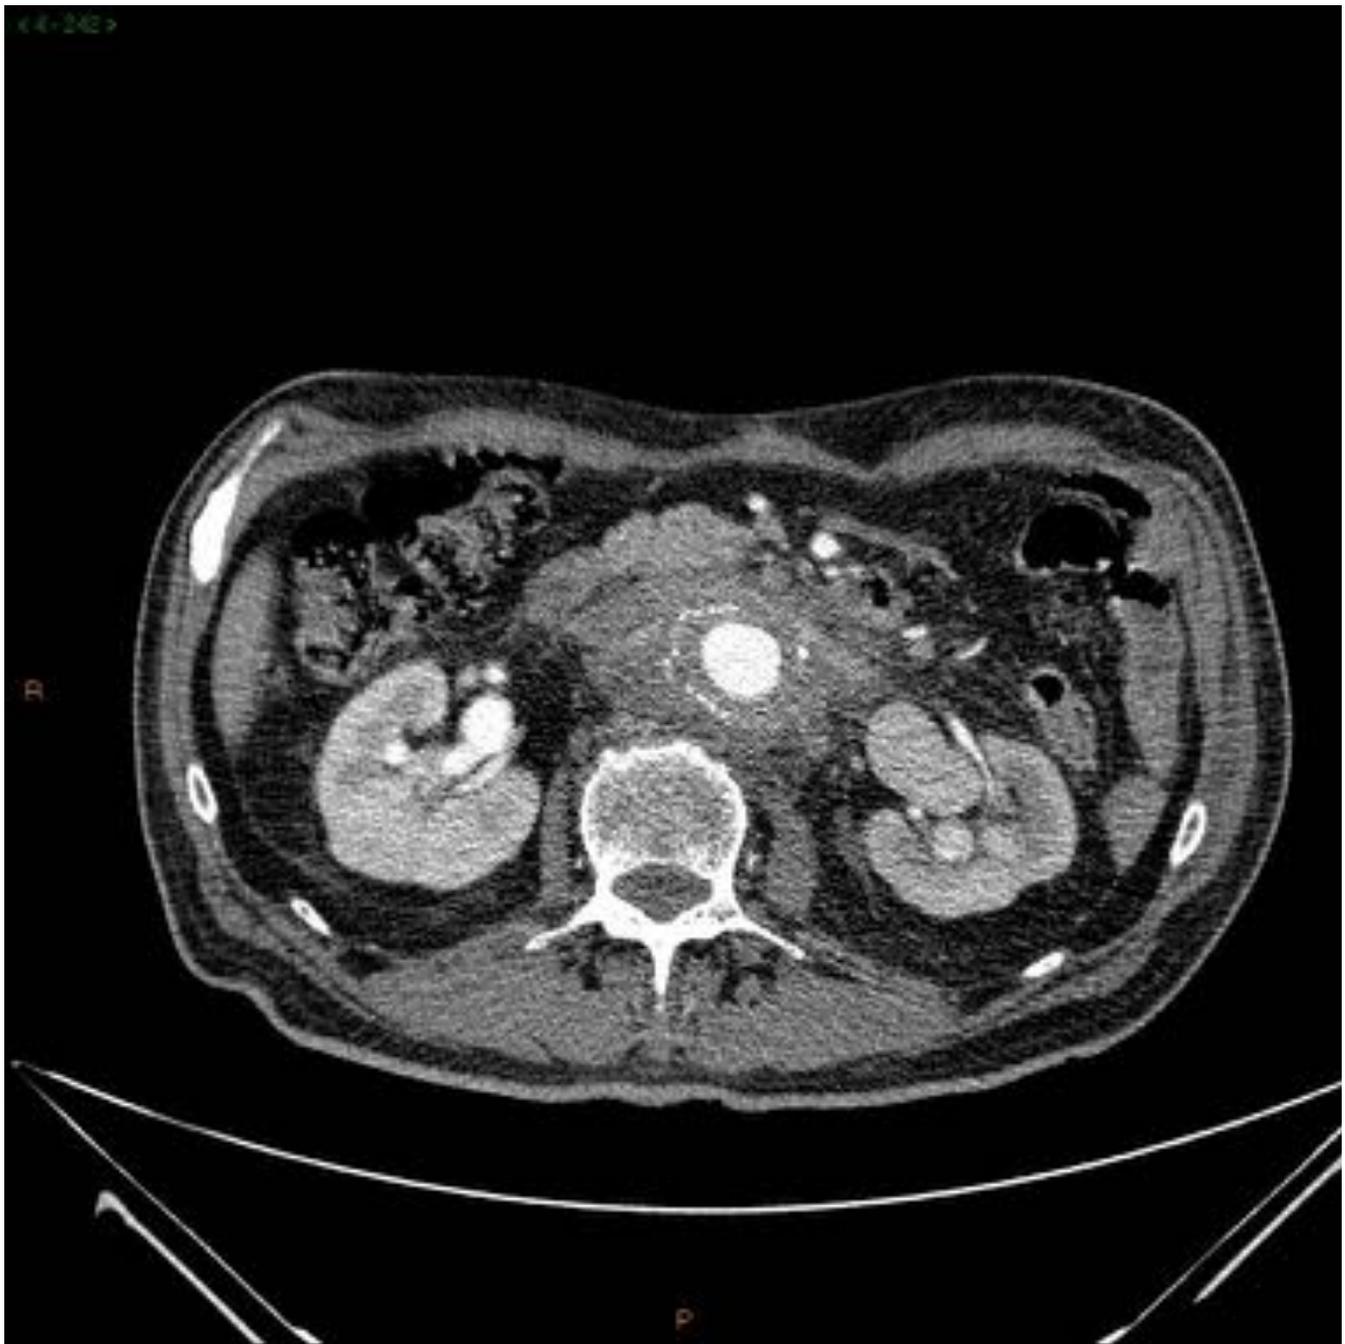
Angio -TC de Aorta abdominal en paciente con antecedentes de REVA por aneurisma aórtico, que debuta con clínica de dolor abdominal difuso, hipotensión y episodio autolimitado de hemorragia digestiva baja. Se observa un aumento de partes blandas mal definido que se localiza en torno al saco aneurismático, al cual engloba, con pérdida de plano de separación entre la aorta y la tercera porción duodenal. La clínica de este paciente era resultado de una fístula aorto-entérica.
